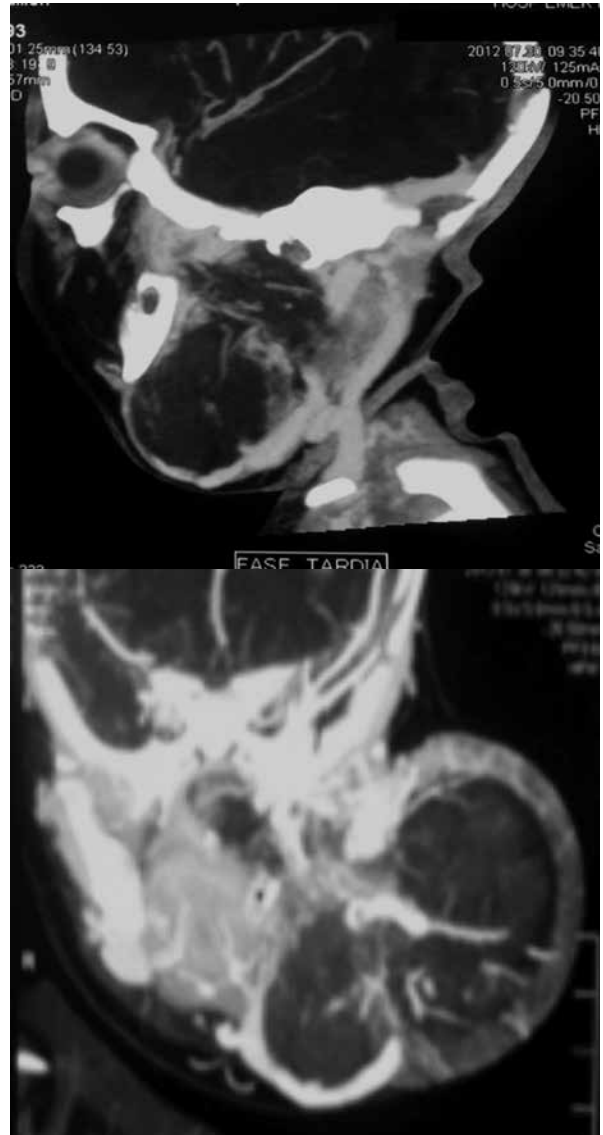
Tomografía en sagital y coronal. Lesión se ubica en la región cervical izquierda desde la base de la lengua al cuello invadiendo partes blandas adyacente (tumoración mixta). Diagnosticos a descartar: Quemodectoma, teratoma, heterotopía de tejido cerebral.
